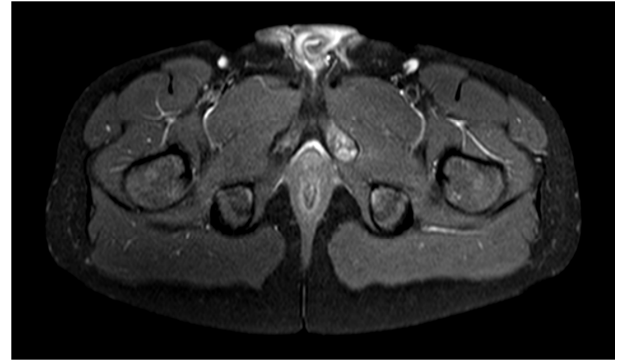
Corte axial de RMN de pelvis.
